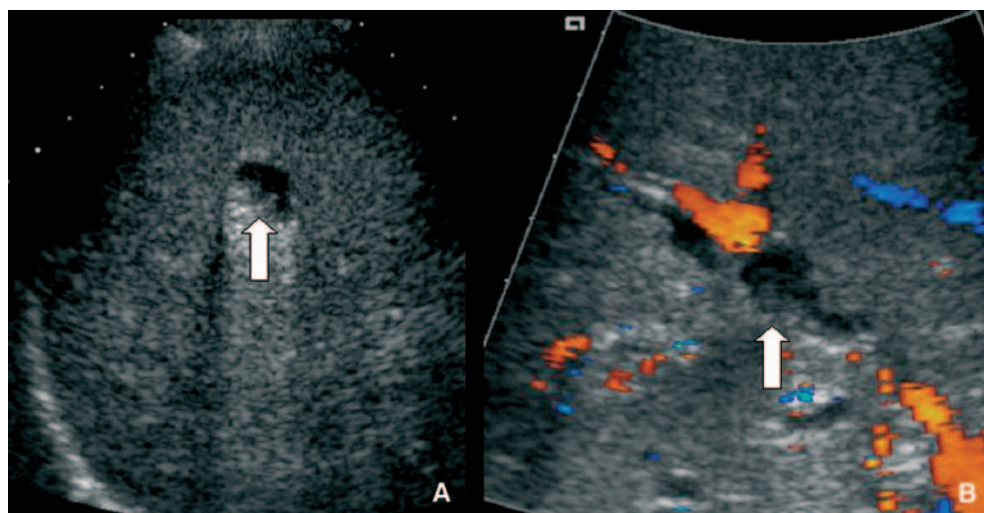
Échographie montrant les conséquences de la nécrose des voies biliaires sous la forme de dilatations segmentaires, pseudokystiques (flèches), des voies biliaires.
